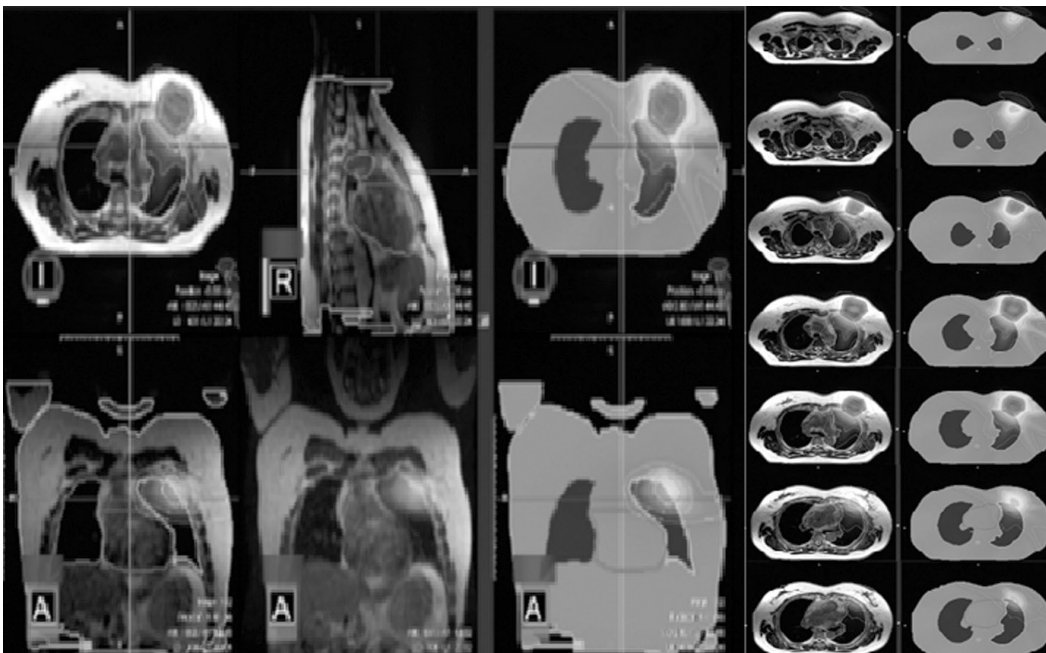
Comparison of MRI plan included CT fusion or not
